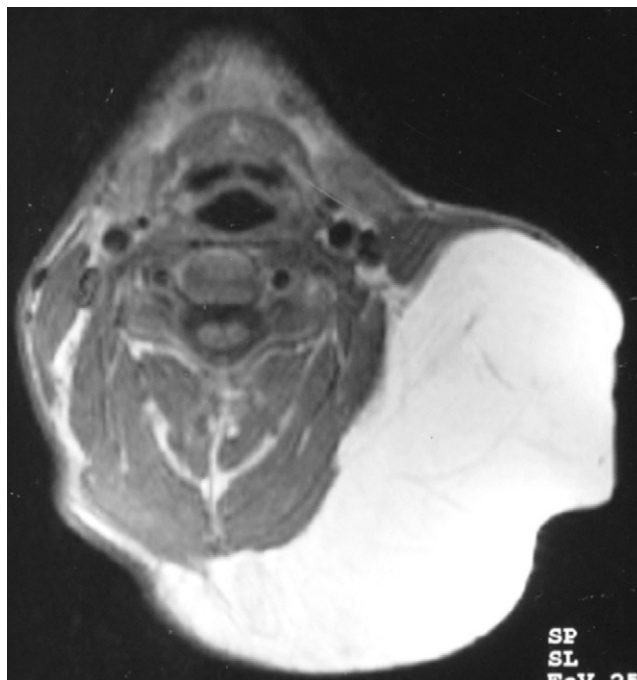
RM preoperatoria (corte axial).
